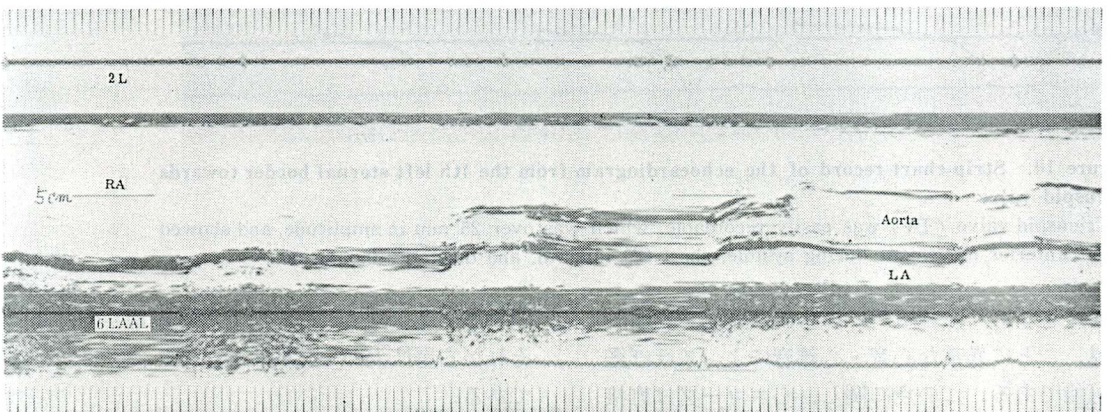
Strip-chart record of the echocardiogram from the 4th "right" sternal margin
